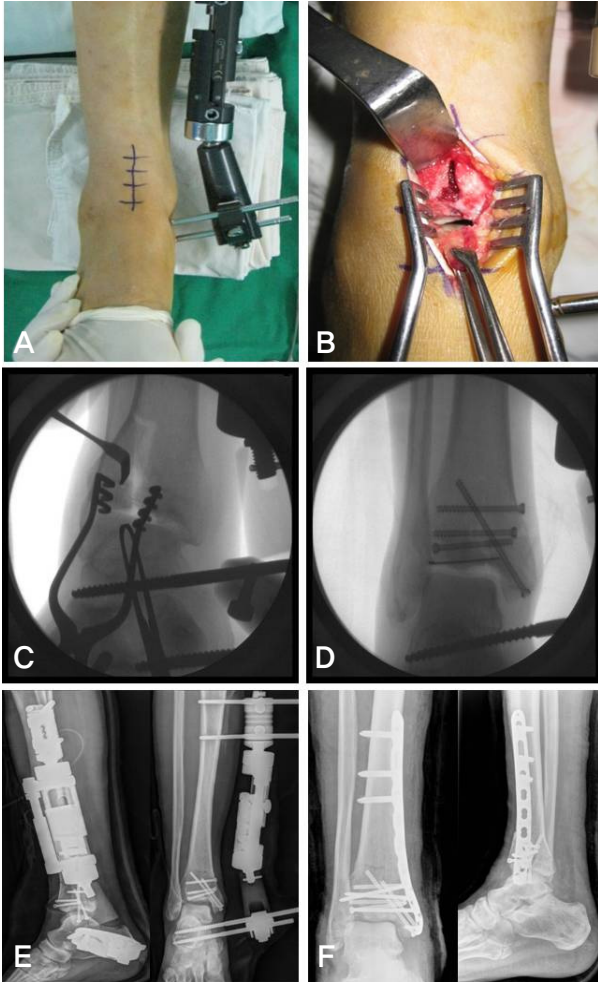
(A) The surgical incision of modified anteromedial approach to metaphysis and ankle joint has been marked out on patient's right ankle. (B) Deep surgical exposure of ankle joint using modified anteromedial approach. (C) Intraoperative fluoroscopic image for articular surface reduction through limited open incision of modified anteromedial approach. (D) Intraoperative fluoroscopic image demonstrate satisfactory reduction and rigid fixation with multiple cannulated screw and single K-wire. (E) Restoration of Tibial length & joint spanning by temporary tibia external fixator and articular surface reduction by 4.0 cannulated screw in 1st staged operation. (F) Immediate postoperative radiographs demonstrate a satisfactory articular reduction and restoration of distal tibial alignment by locking compression plate (Synthes®) in 2nd staged operation.
